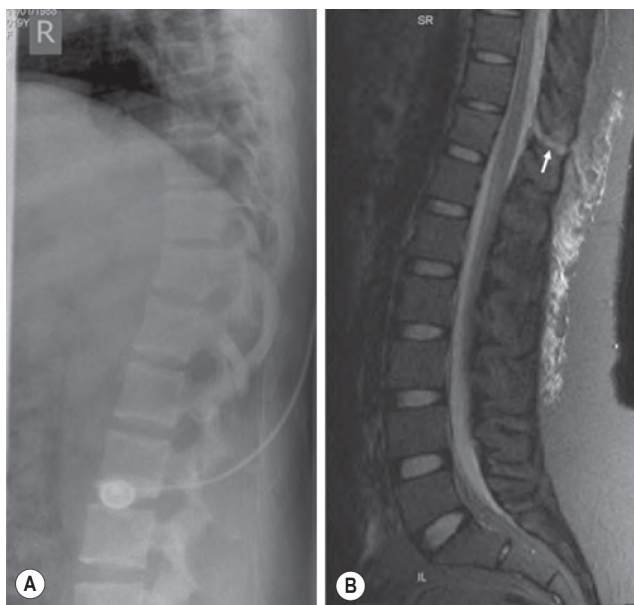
Soft-Tissue Chance Injury. (A) Lateral radiograph showing a kyphotic deformity. (B) Same patient, sagittal short tau inversion recovery magnetic resonance imaging (MRI). With the patient lying supine in the MRI unit, there is no spinal deformity despite an interspinous ligament disruption (arrow).
